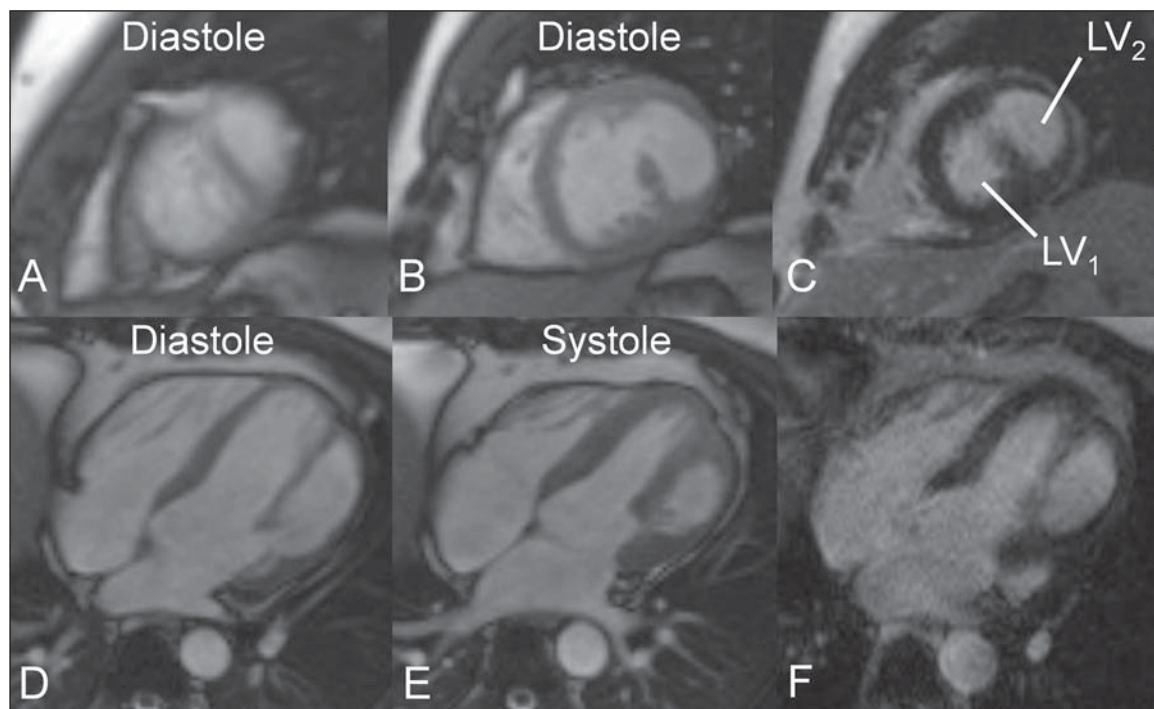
Homem de 29 anos de idade que apresentou sinais de infarto do miocárdio. Cine-RM cardíaca (A,B,D,E) e RM com a técnica de realce tardio (C,F). A: Cine-RM em eixo curto na porção apical do ventrículo esquerdo demonstrando ambas as cavidades. B: Cine-RM em eixo curto na porção média do ventrículo esquerdo demonstrando ambas as cavidades. C: Realce tardio, eixo curto na porção média do ventrículo esquerdo, sem cicatriz/fibrose. D: Cine-RM, quatro câmaras em diástole demonstrando ambas as cavidades. E: Cine-RM, quatro câmaras em sístole demonstrando o espessamento da parede lateral do VE₂. F: Realce tardio, quatro câmaras, sem cicatriz/fibrose. Imagens ilustrativas de um caso, gentilmente cedidas pelos doutores Ricardo Andrade Fernandes de Mello, Orly de Oliveira Lacerda Junior e Renato Antunes Machado.
